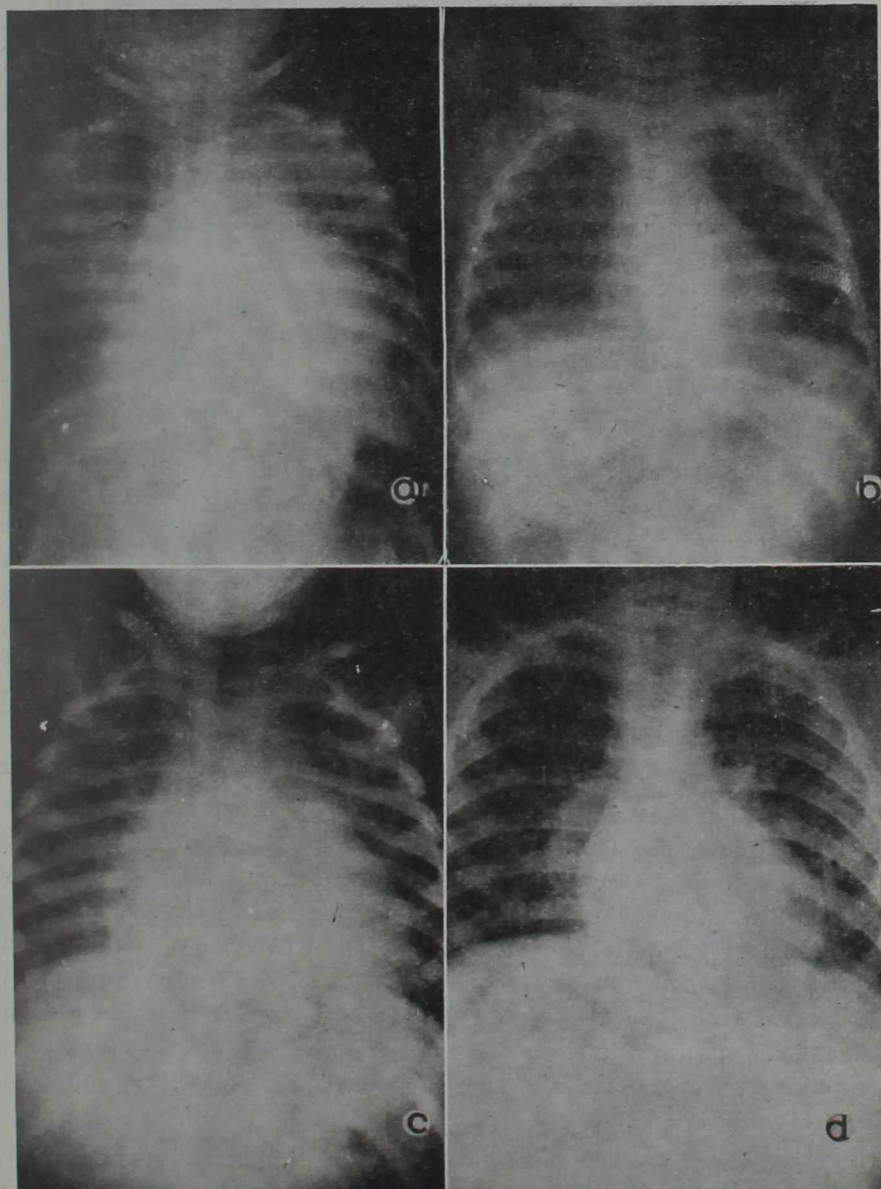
a) I. B., niño de 2 años 9 meses de edad. Telerradiografía al comienzo de la miocarditis. b) I. B., Radiografía de tórax cinco días después. c) O. I., niño de 2 años de edad. Telerradiografía al comienzo de la miocarditis. d) O. I., Telerradiografía de tórax sacada un mes después.
